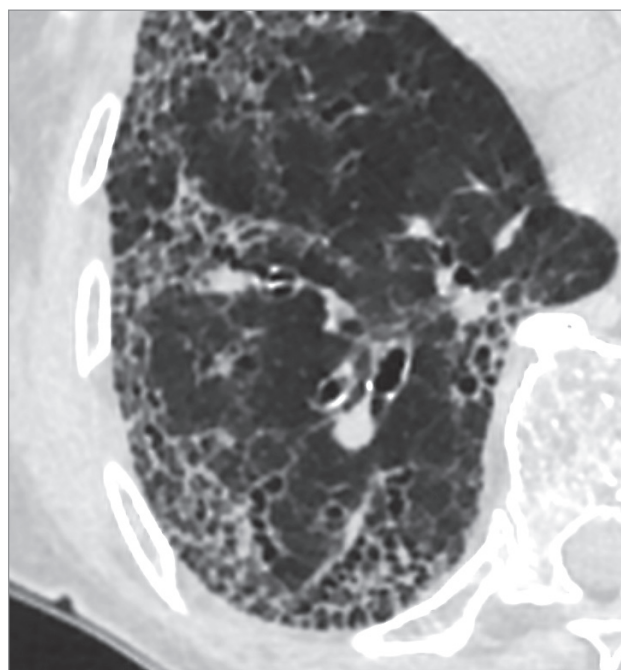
Бронхиолоэктазы при обычной интерстициальной пневмонии и идиопатическом легочном фиброзе; компьютерная томография легких высокого разрешения
